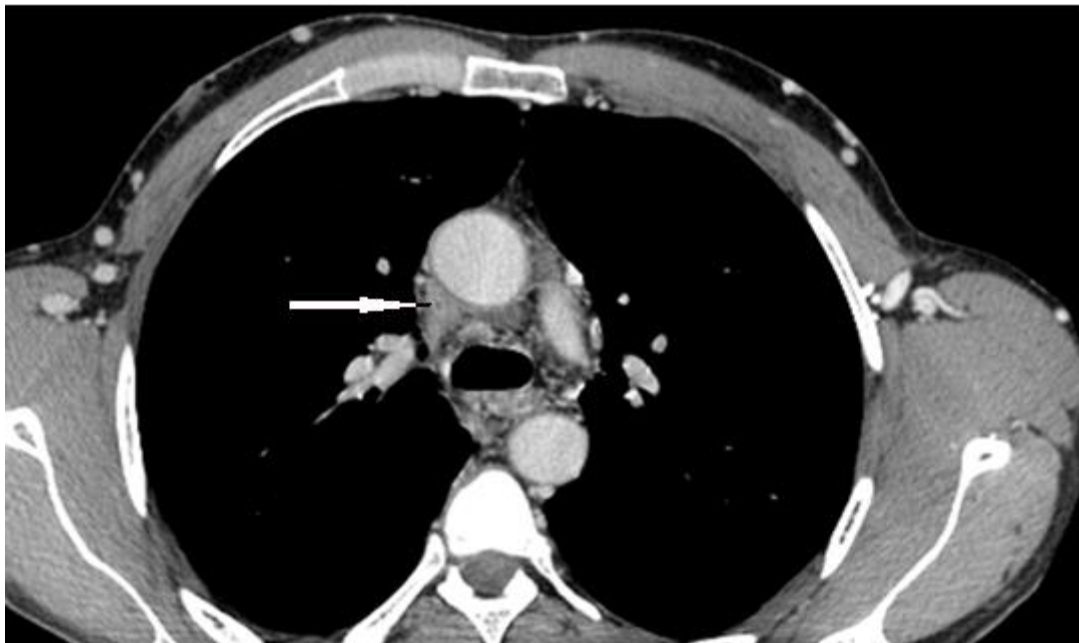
angio-TDM thoracique avec un aspect en faveur d'une thrombose de la VCS (patient M.H, service de radiologie/ CHU Hassan II)
